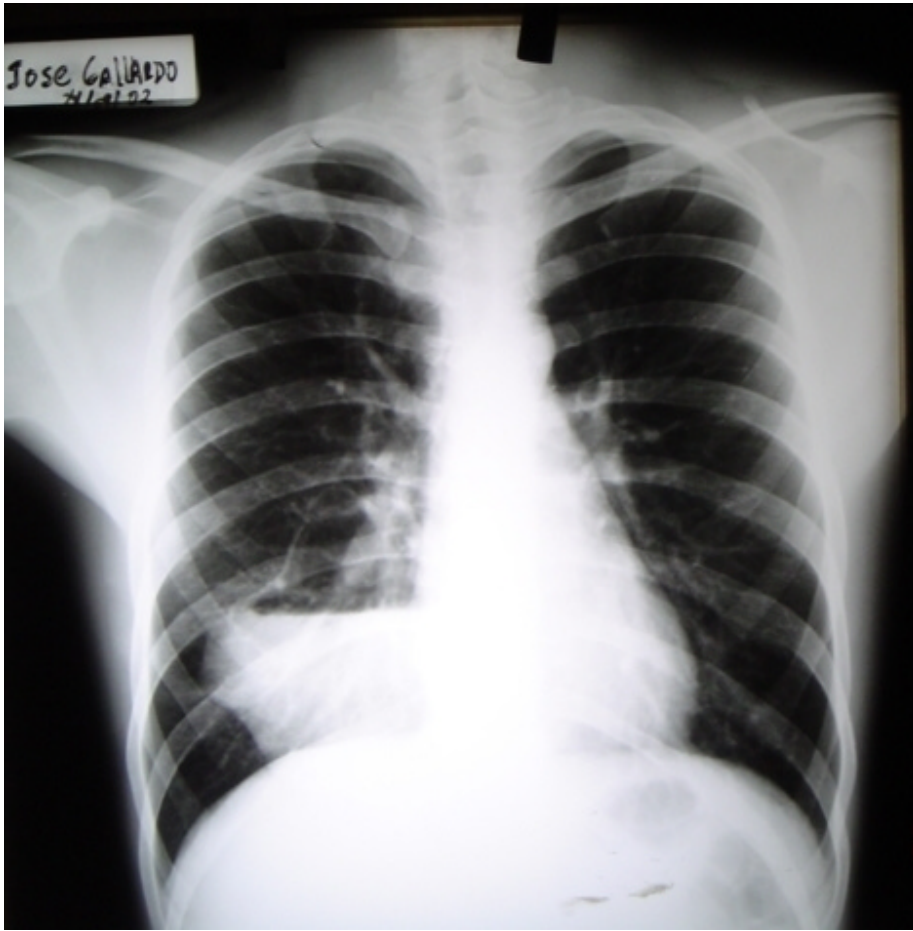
Radiografía Posteroanterior y Lateral dónde se evidencia imagen radioopaca de bordes bien definidos con nivel líquido en su interior localizada en base posterior derecha.
